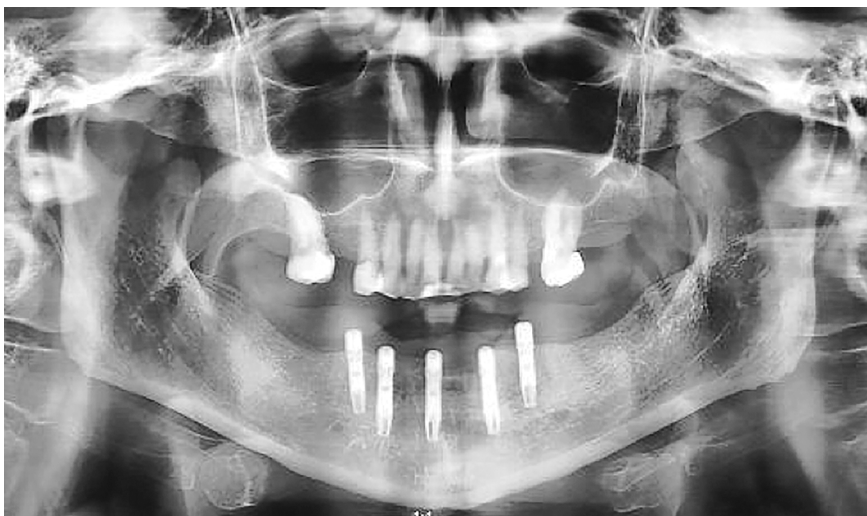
Radiografía de control a un mes de la instalación de los implantes.
